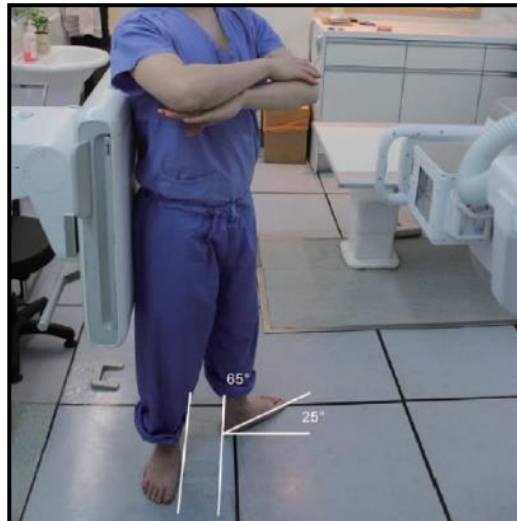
Radiografia de Falso Perfil. Adaptado de (34).
